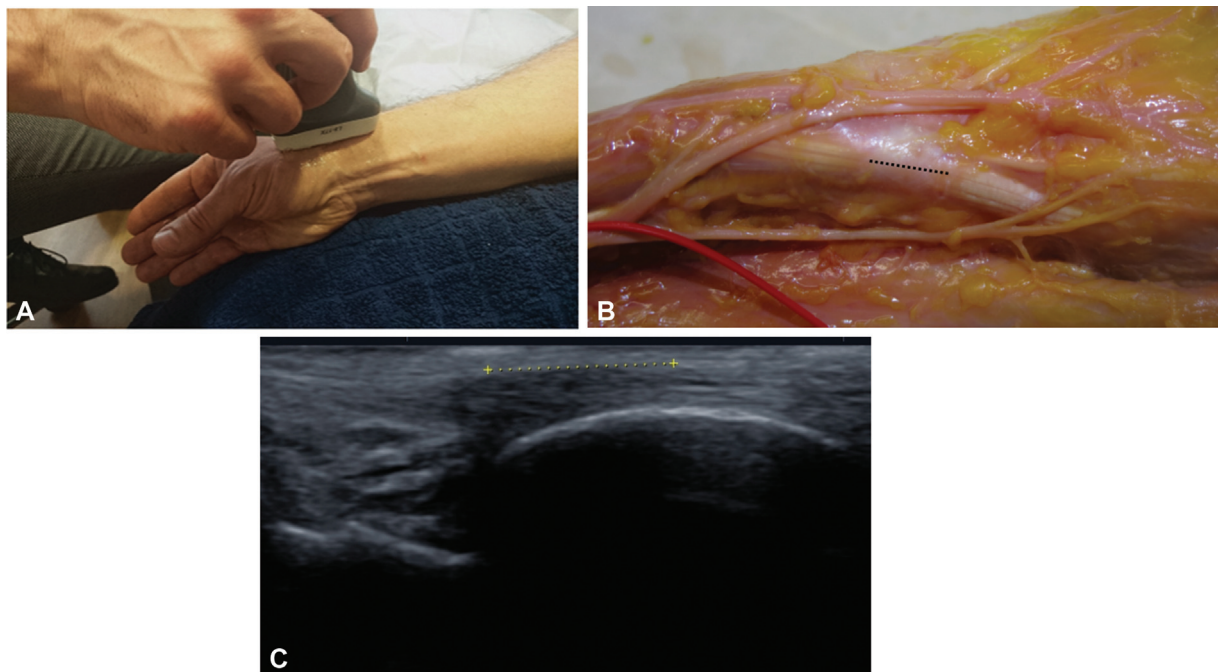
(A, B, C) Primer compartimento extensor. Sonda de ultrasonido longitudinal, que muestra el retináculo extensor y los tendones. Correlación entre ecografía y disección anatómica.
